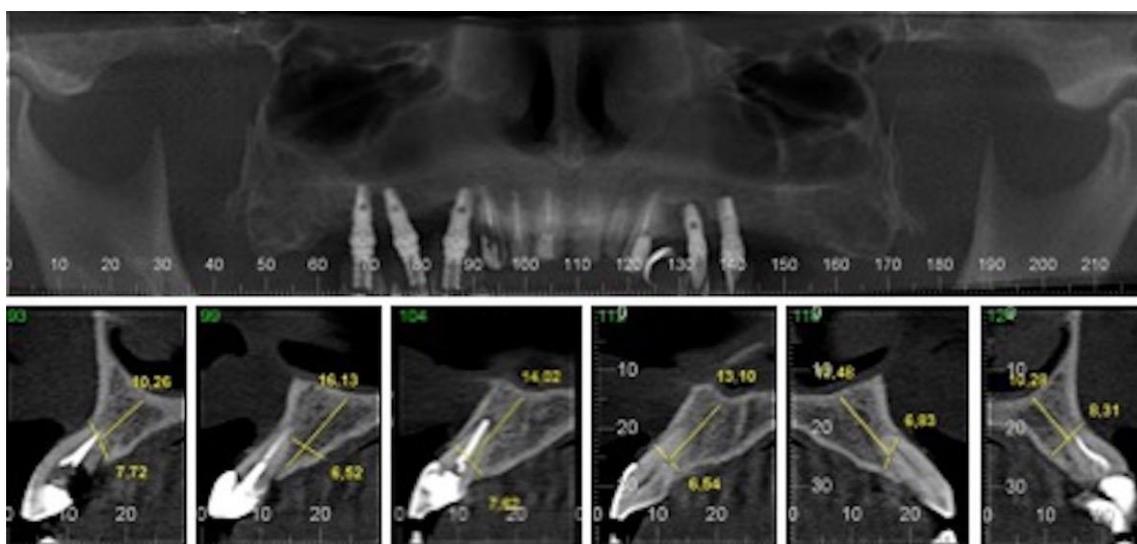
Tomografia computadorizada inicial da região anterior de maxila.
